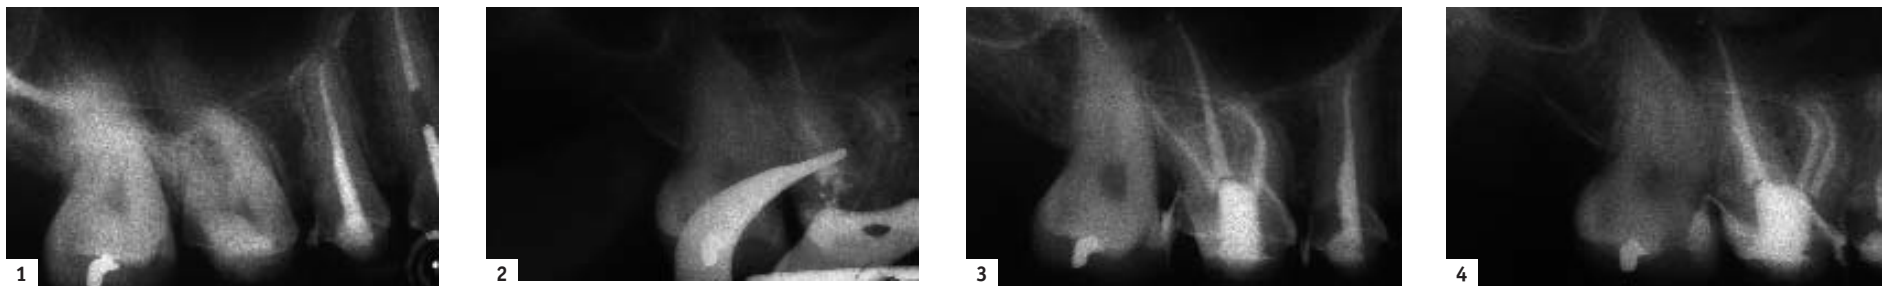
Präoperative Röntgenaufnahme eines oberen ersten Molars (Zahn 16) mit indizierter Pulpektomie. Abb. 2: Nach Aufbereitung der vestibulären Wurzeln im Step-back-Verfahren in 0,5-mm-Schritten mit AS 30 bis 40 und der palatalen Wurzeln mit AS 40 auf WL; Röntgenaufnahme während Obturation (Abschluss der Abwärtsphase, System B) Abb. 3 und 4: Postoperative zentrische (3) und exzentrische (4) Röntgenaufnahme (Obturation: System B + Füllung mit thermoplastifizierter Gutta-percha).
